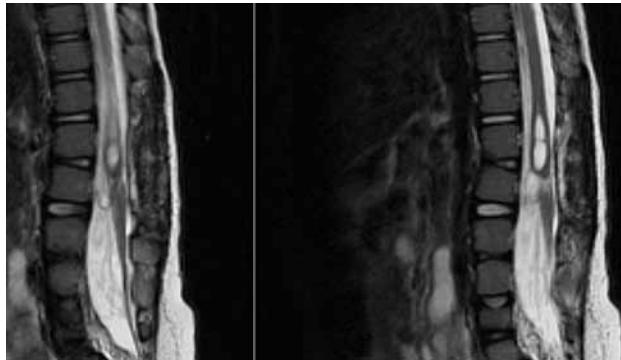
МРТ в сагиттальной проекции. Гнойник не определяется, интрамедуллярное полостное образование уменьшилось в размерах
